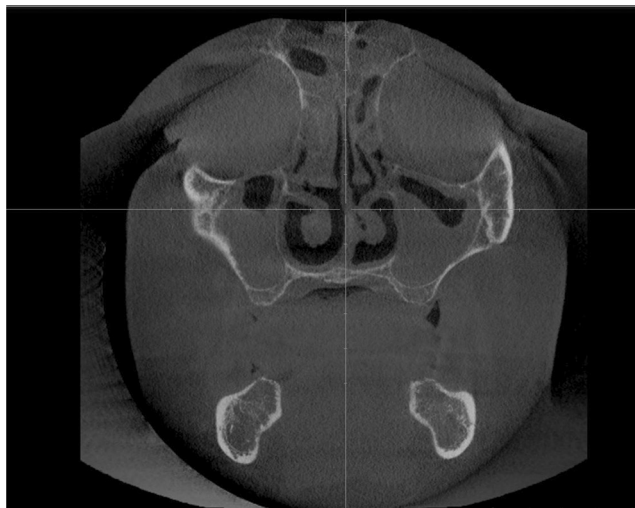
Конусно-лицевая компьютерная томография придаточных пазух носа
